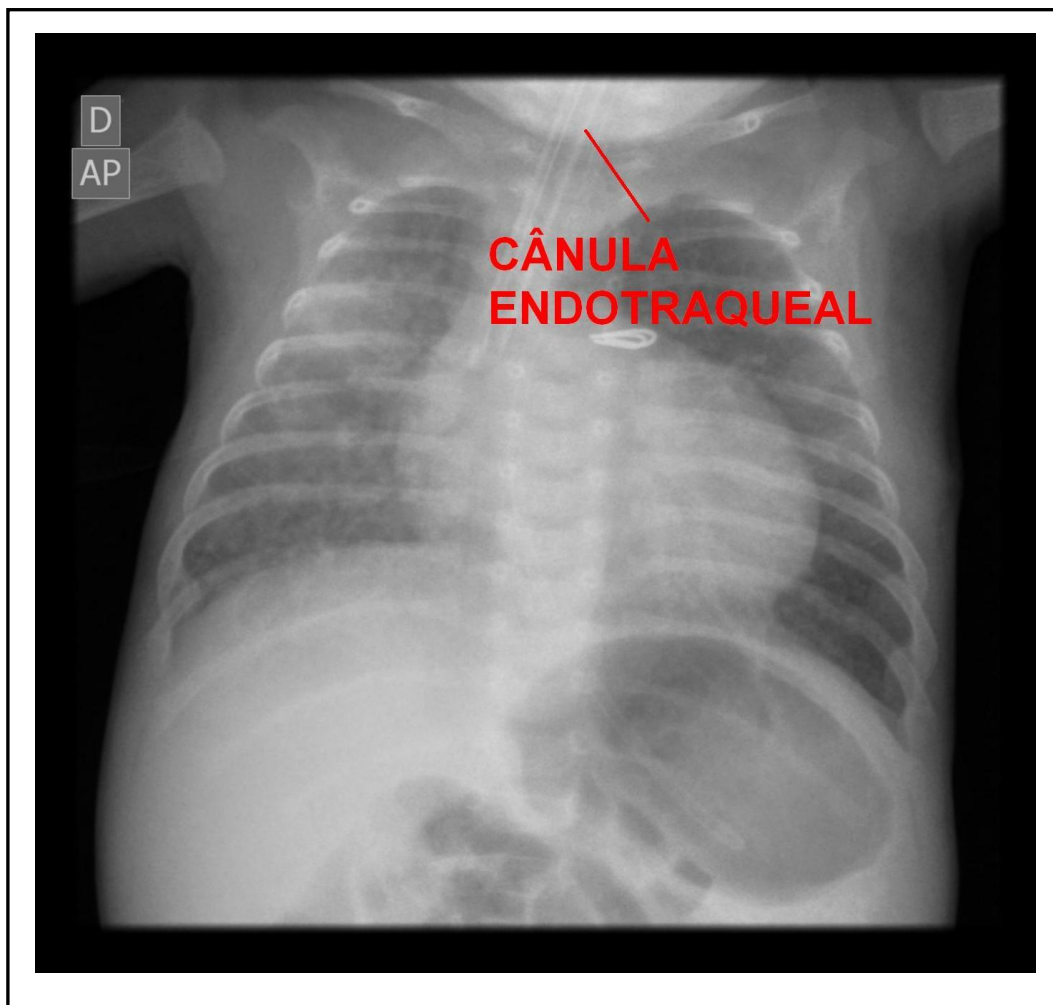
Radiografia para visualização de intubação (Imagem cedida pelo Hospital Infantil Pequeno Príncipe).
